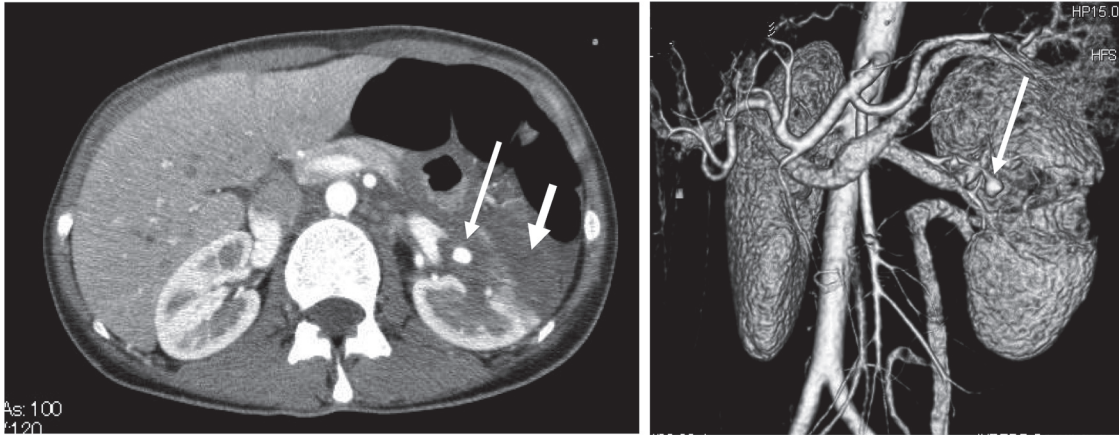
入院 14 日目腹部造影 CT 冠状断像 (左) および 3D 像 (右).
